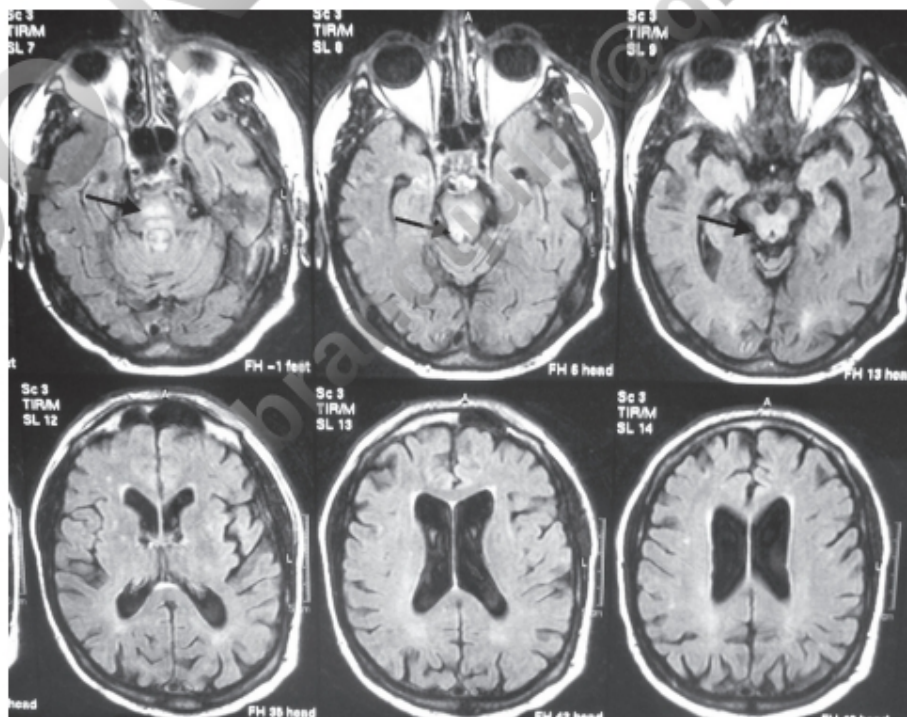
Enfermedad de Wilson del adulto confirmada en la autopsia. RM que muestra la alteración de la señal limitada al tronco cerebral.
